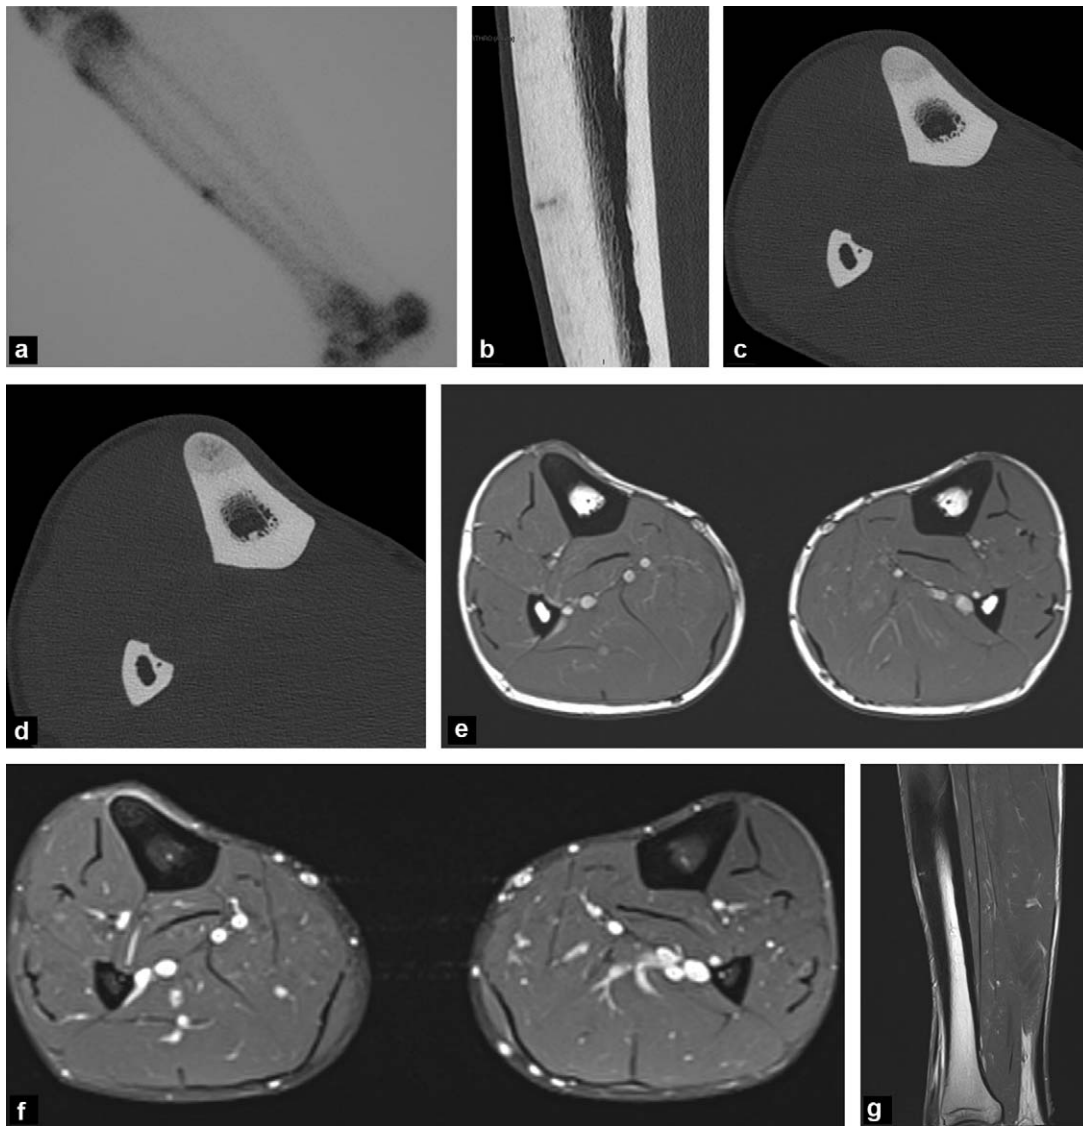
Fracture de fatigue de la face antérieure du tibia chez un homme de 29 ans adressé pour photocoagulation au laser d'un ostéome ostéoïde. a : scintigraphie au ^{99m}Tc . Hyperfixation corticale antérieure de la diaphyse tibiale ; b : scanner, image sagittale en fenêtre osseuse. Fracture transversale de quelques millimètres de longueur de la corticale tibiale antérieure, avec réaction périostée localisée ; c : scanner, image axiale juste au-dessus de la fracture, montrant une ostéopénie corticale antérieure localisée ; d : scanner, image axiale passant par la fracture. L'aspect réalisé avait initialement fait évoquer le diagnostic d'ostéome ostéoïde ; e : IRM, image axiale T1 ; f : IRM, image axiale T1 après injection de gadolinium et saturation du signal de la graisse ; g : IRM, image sagittale T1 après injection de gadolinium. Le diagnostic de fracture transversale est aisé sur les images sagittales.
